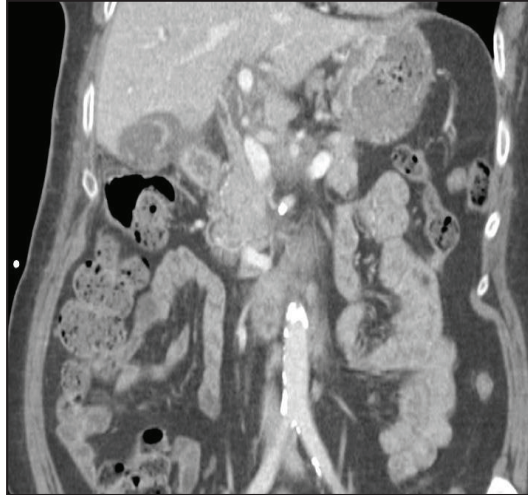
Corte coronal de TAC de abdomen con contraste intravenoso donde se observa vesícula biliar con múltiples defectos de pared
